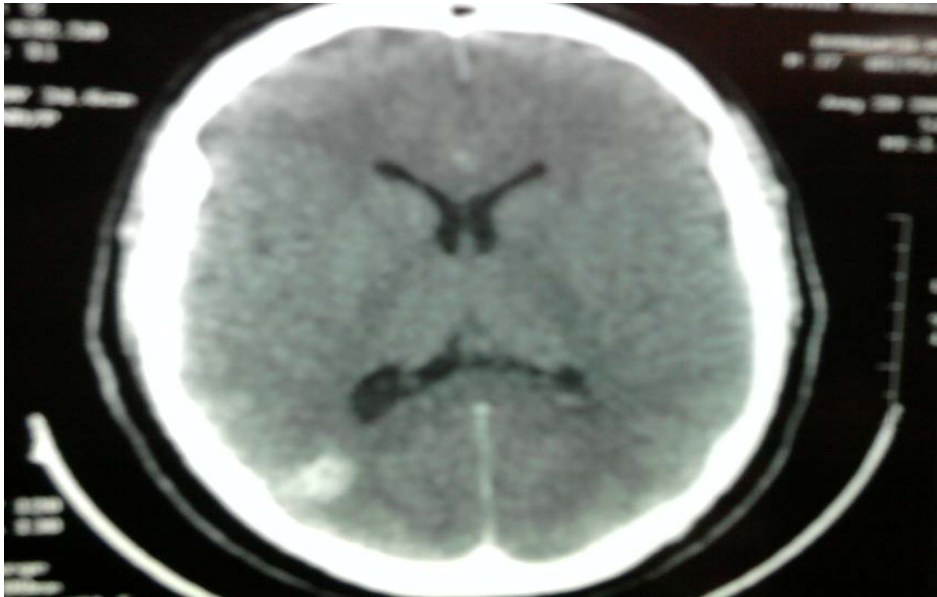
TDM en coupe axiale après injection du PDC montrant une lésion nodulaire occipitale droite mesurant 17/18mm, hyperdense (service de Radiologie du CHU MED VI).
